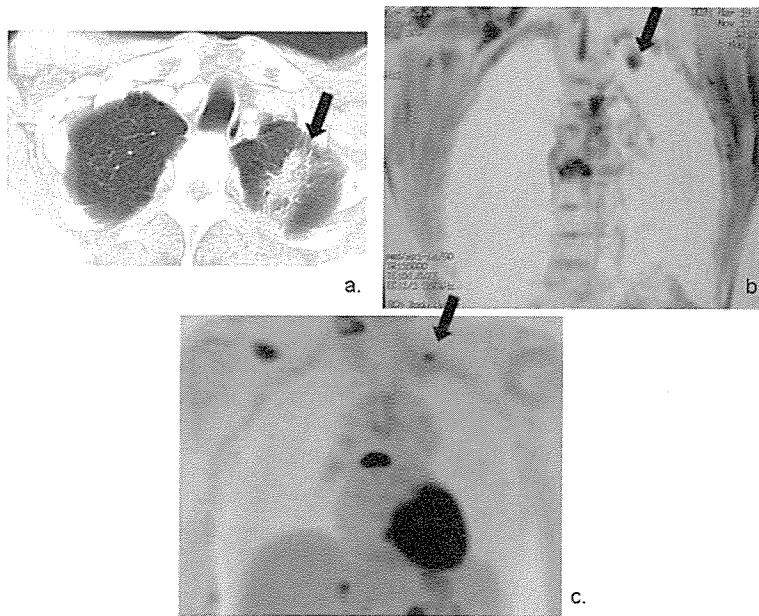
症例4 69歳 男性(放射線肺炎合併腺癌) a) 胸部HRCT, b) 胸部MRI(DWI), c) PET. 矢印は病変部を示す。
